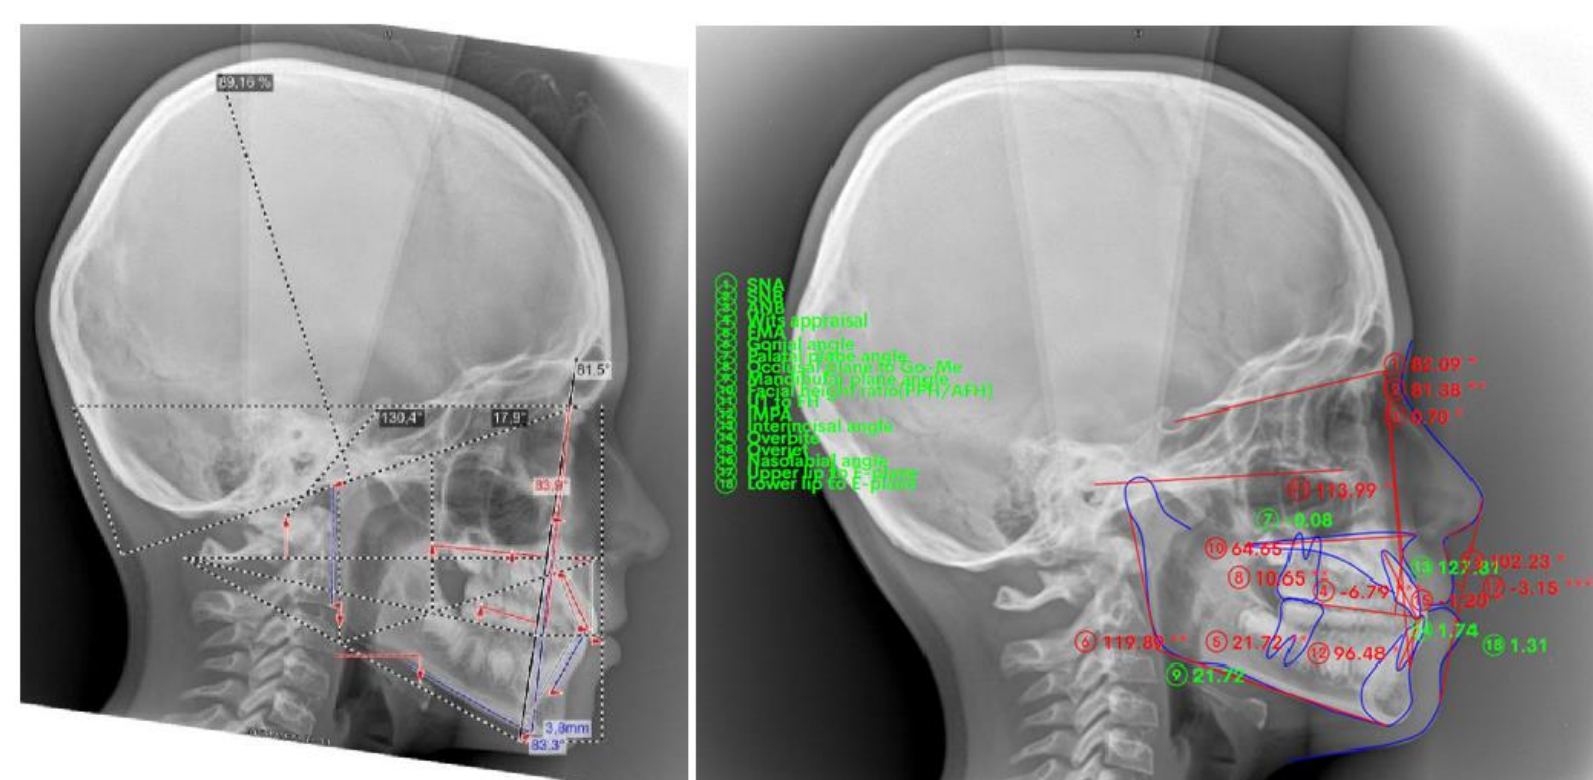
Téléradiographies de profil d'un même patient à T0 analysées par les logiciels Delaire Evolution® (à gauche) et Webceph® (à droite)
